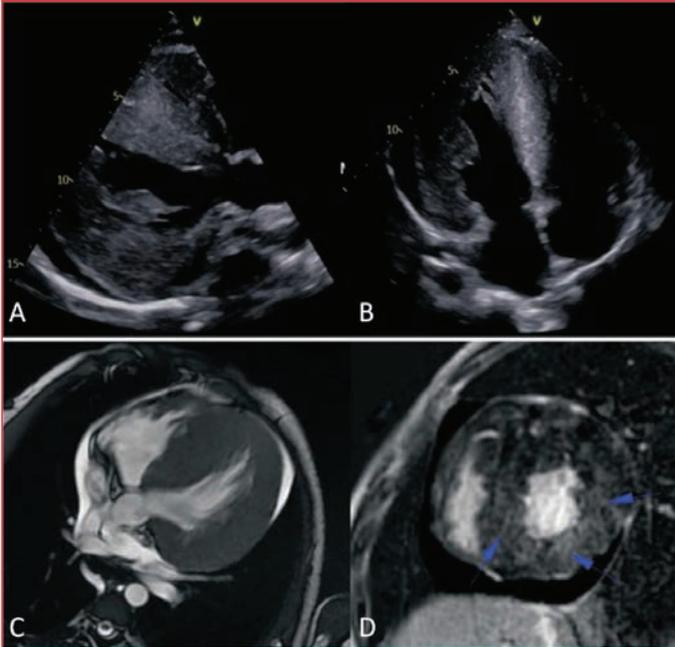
(A) Echocardiography shows massive left ventricular hypertrophy in parasternal long axis view. (B) Apical four chamber view. (C) Four chamber CINE view shows significant hypertrophy in the left ventricular walls and the wall thickness in the interventricular septum at the midventricular level is measured as 32 mm, 26 mm in the inferior wall, 29 mm in the anterior wall and 28 mm in the lateral wall. In addition, hypertrophy is also noted in the right ventricular walls, more prominently at the apical and midventricular levels. Right ventricular wall thickness at the midventricular level is measured 10 mm. (D) After intravenous contrast agent infusion, pathological patchy areas of late gadolinium enhancement are observed in the hypertrophic segments of the right ventricular walls. Areas of pathological late gadolinium enhancement affected ~60% of the left ventricular walls. Arrows point late contrast enhancement areas.
